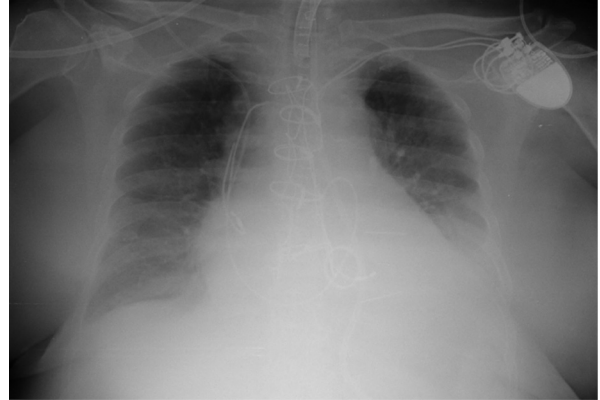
Radiografía antero-posterior de tórax postquirúrgica con rotura de los electrodos. Fuente: autor
